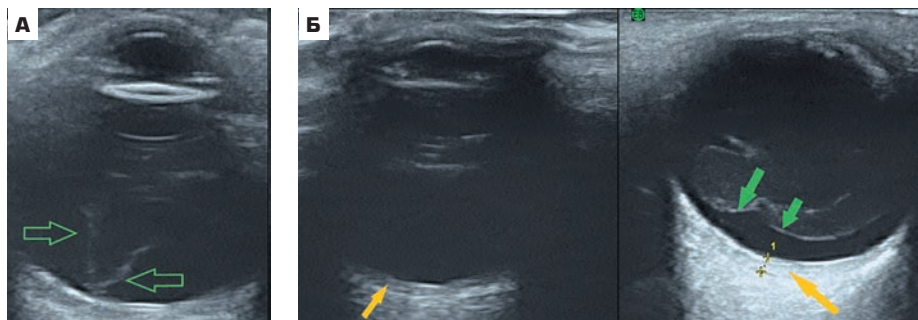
УЗИ правого (А) и левого (Б) глаза после факэмульсификации. Стрелки: зеленые — ЗОСТ, желтые — утолщенная хориоида
